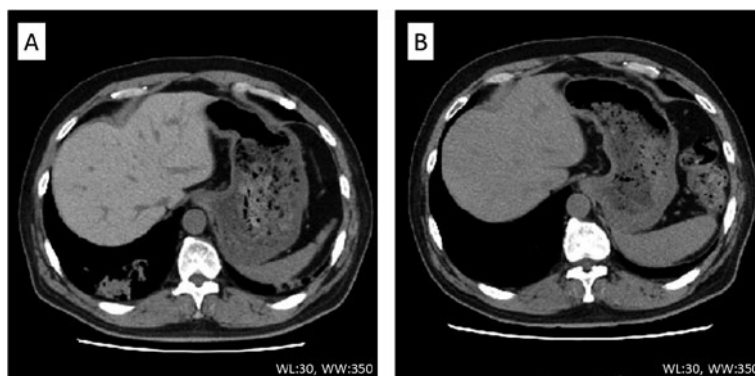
腹部単純CT. (A) 入院時肝臓CT値は91 HUと上昇していた. (B) 治療終了時肝臓CT値は55 HUまで低下していた.
